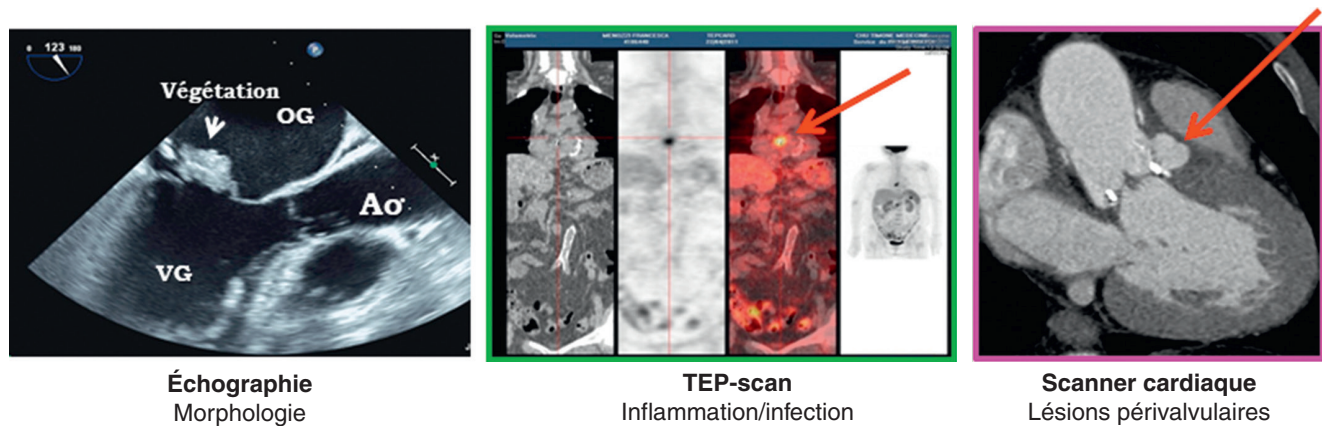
Critères ESC 2015 d'imagerie pour l'endocardite infectieuse. Ils insistent sur la complémentarité entre échocardiographie pour la morphologie (flèche montrant une végétation en échographie transœsophagienne), TEP-scan pour l'inflammation et l'infection (flèche montrant une hyperfixation sur une prothèse valvulaire), et scanner cardiaque pour les lésions périvalvulaires (flèche montrant un abcès aortique postérieur). Ao : aorte ; ESC : *European Society of Cardiology* ; OG : oreillette gauche ; VG : ventricule gauche.
